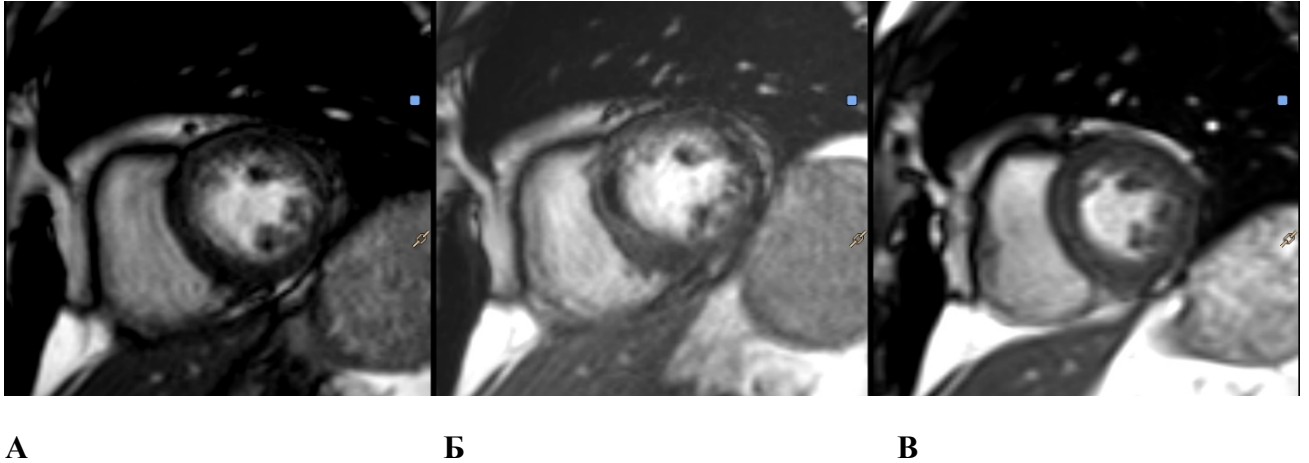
МРТ сердца. Кино-МРТ по короткой оси ЛЖ. А – до введения контрастного препарата; Б – после введения контрастного препарата; В – кино-МРТ в режиме real-time без задержки дыхания и синхронизации с ЭКГ
